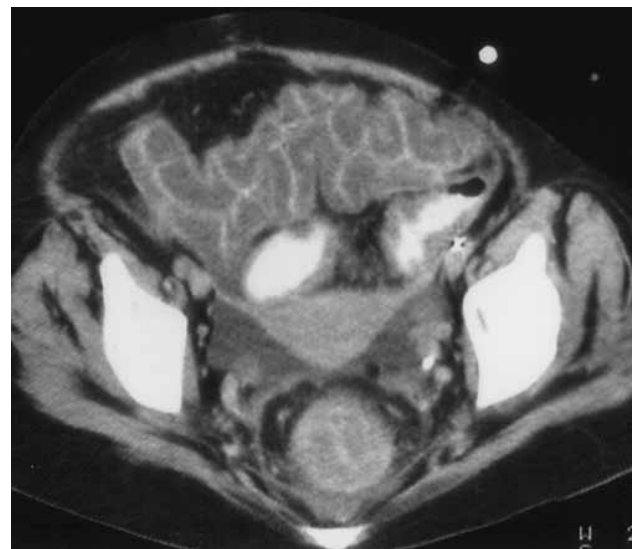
КТ органів черевної порожнини «симптом акордеона»
